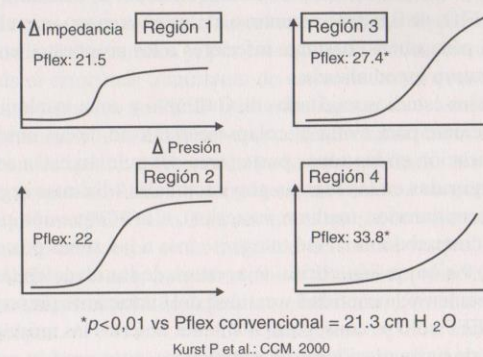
Lesión pulmonar aguda y relación P/V regional por tomografía por impedancia eléctrica (TIE) (basado en Kunst P. y cols., CCM 2000).
